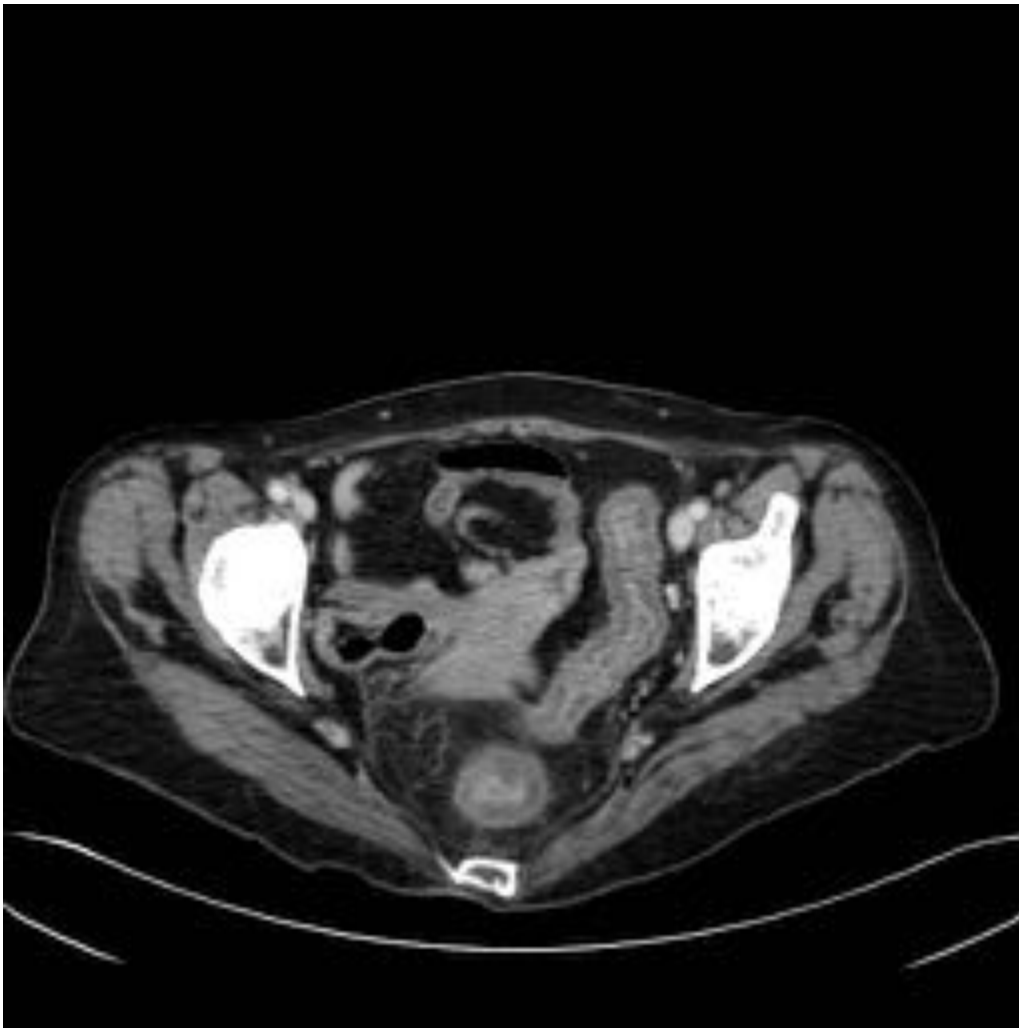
TC abdominopélvico tras administración de contraste i.v en cortes axiales. Se observa engrosamiento de paredes de sigma y recto con trabeculación de la grasa mesorectal, hallazgos en relación con colitis pseudomembranosa.
